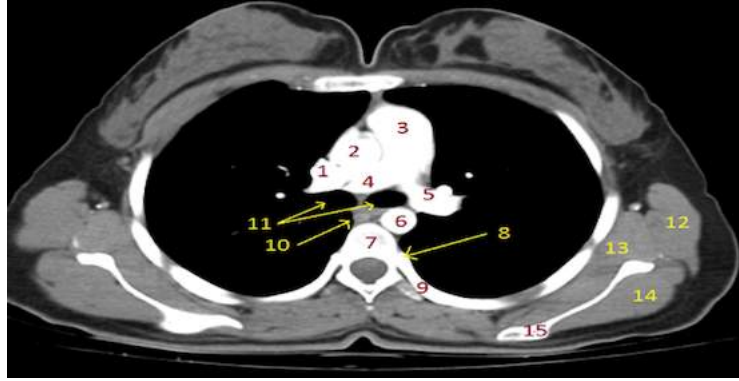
Aortiko-pulmoner pencere seviyesinden aksiyal BT kesiti; VCS (1), asendan (çıkan) aort (2), desendan (inen) aort (3), trakea (4), pulmoner arter superioru (5)
